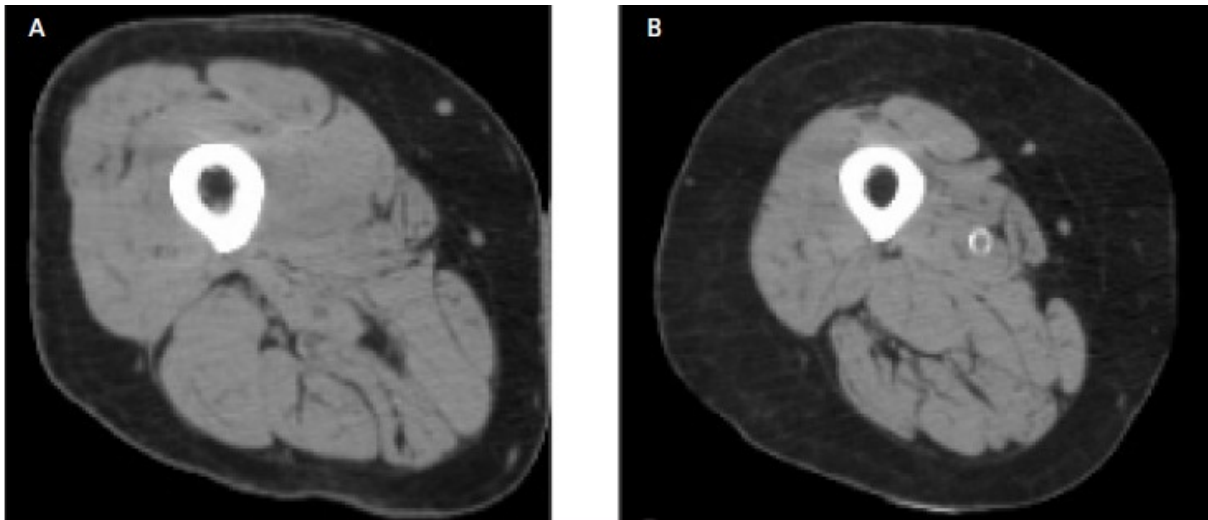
CT-Scan des Oberschenkels von A) einer 72-jährigen Frau ohne Sarkopenie und B) mit Sarkopenie. Beide Frauen haben einen BMI von 25kg/m^2 [Taaffe, 2006]
